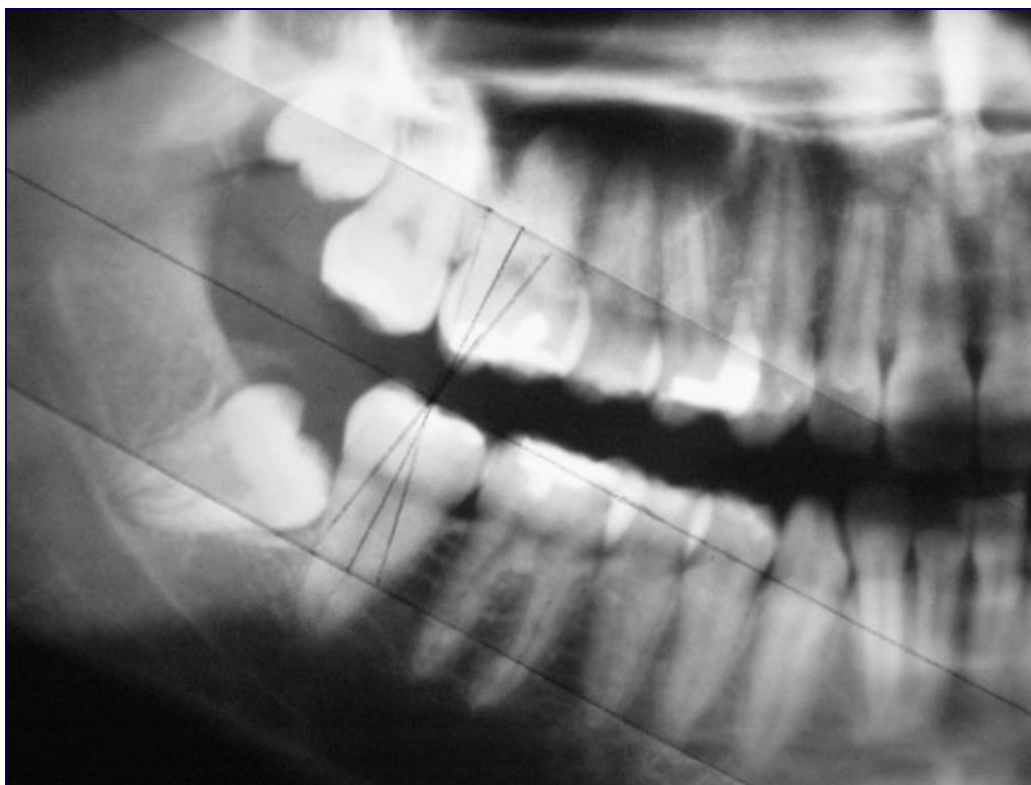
Fita plástica com linhas demarcadas e posicionada sobre a radiografia panorâmica para determinar a inclinação do segundo molar inferior em relação ao seu longo eixo de implantação.
